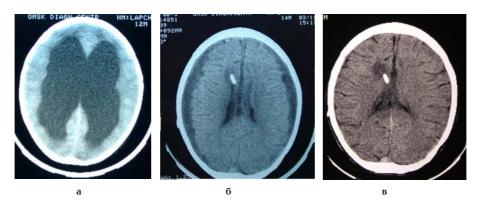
КТ больного Л. с тяжелой ГЦ в возрасте: a) 12 лет; б) 14 лет; в) 15 лет
